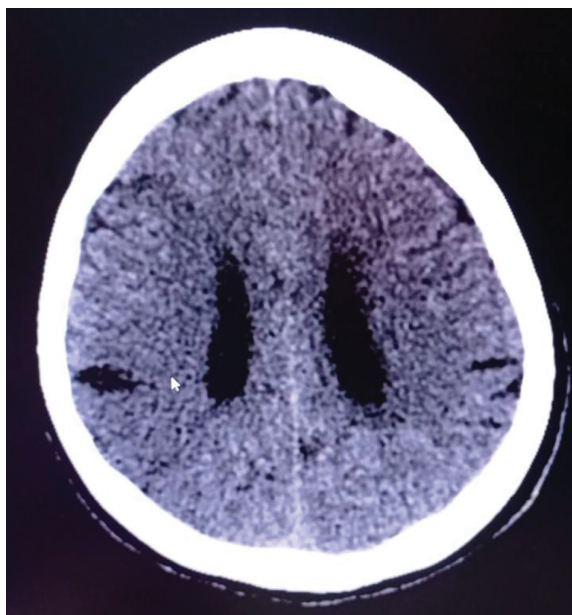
Рентгеновская компьютерная томография головного мозга. Участки ишемии в правом полушарии головного мозга
